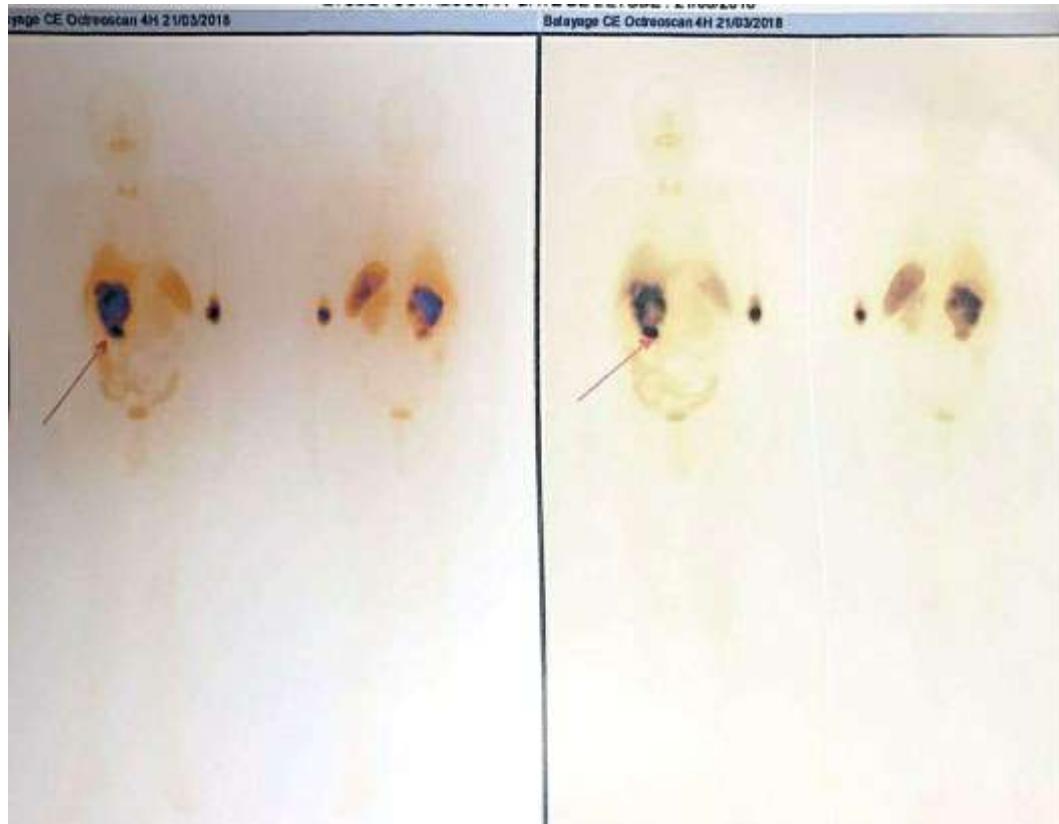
Image planaire de la scintigraphie au Tektrotyd® d'un patient âgé de 50 ans présentant une TNE du pancréas sans signe d'atteinte métastatique hépatique (Service de médecine nucléaire du CHU de Marrakech).
